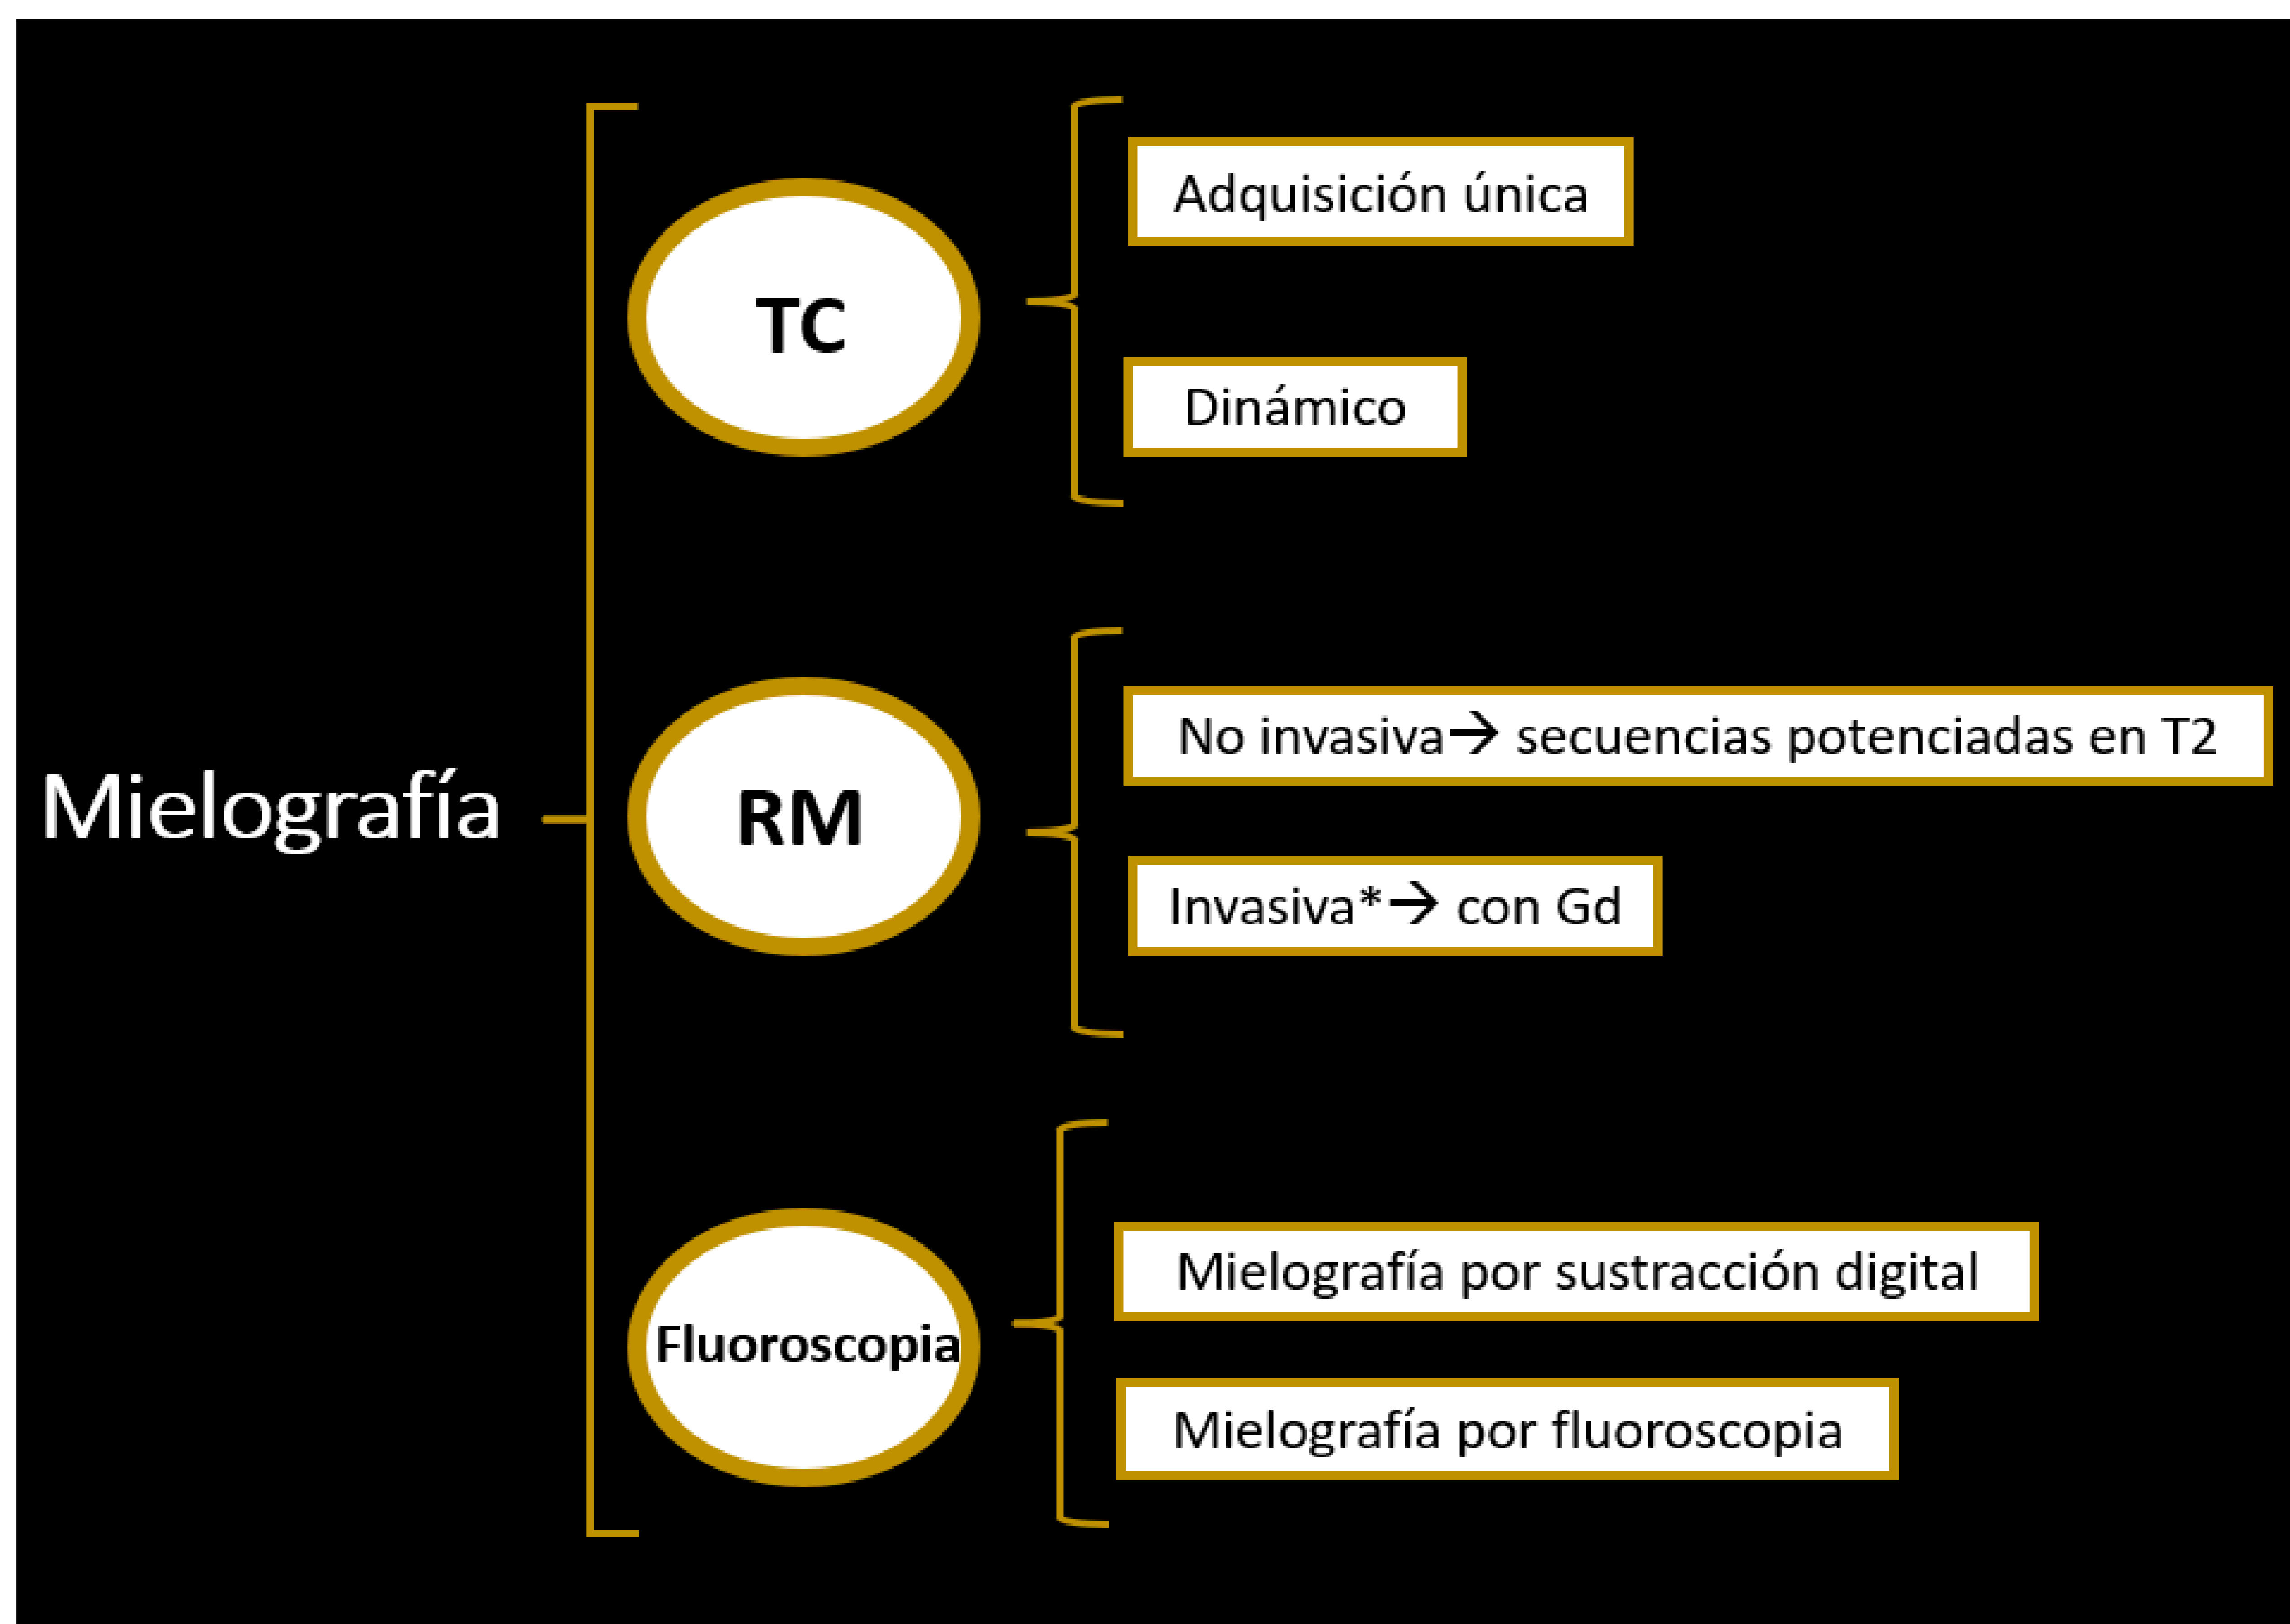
Todas las pruebas tienen que requerir la administración intratecal de contraste (yodado). En el caso de la RM, la administración de gadolinio intratecal se realiza solo en trabajos experimentales con uso "off label". Es posible realizar la RM sin administración de contraste intratecal, empleando secuencias potenciadas en T2.
